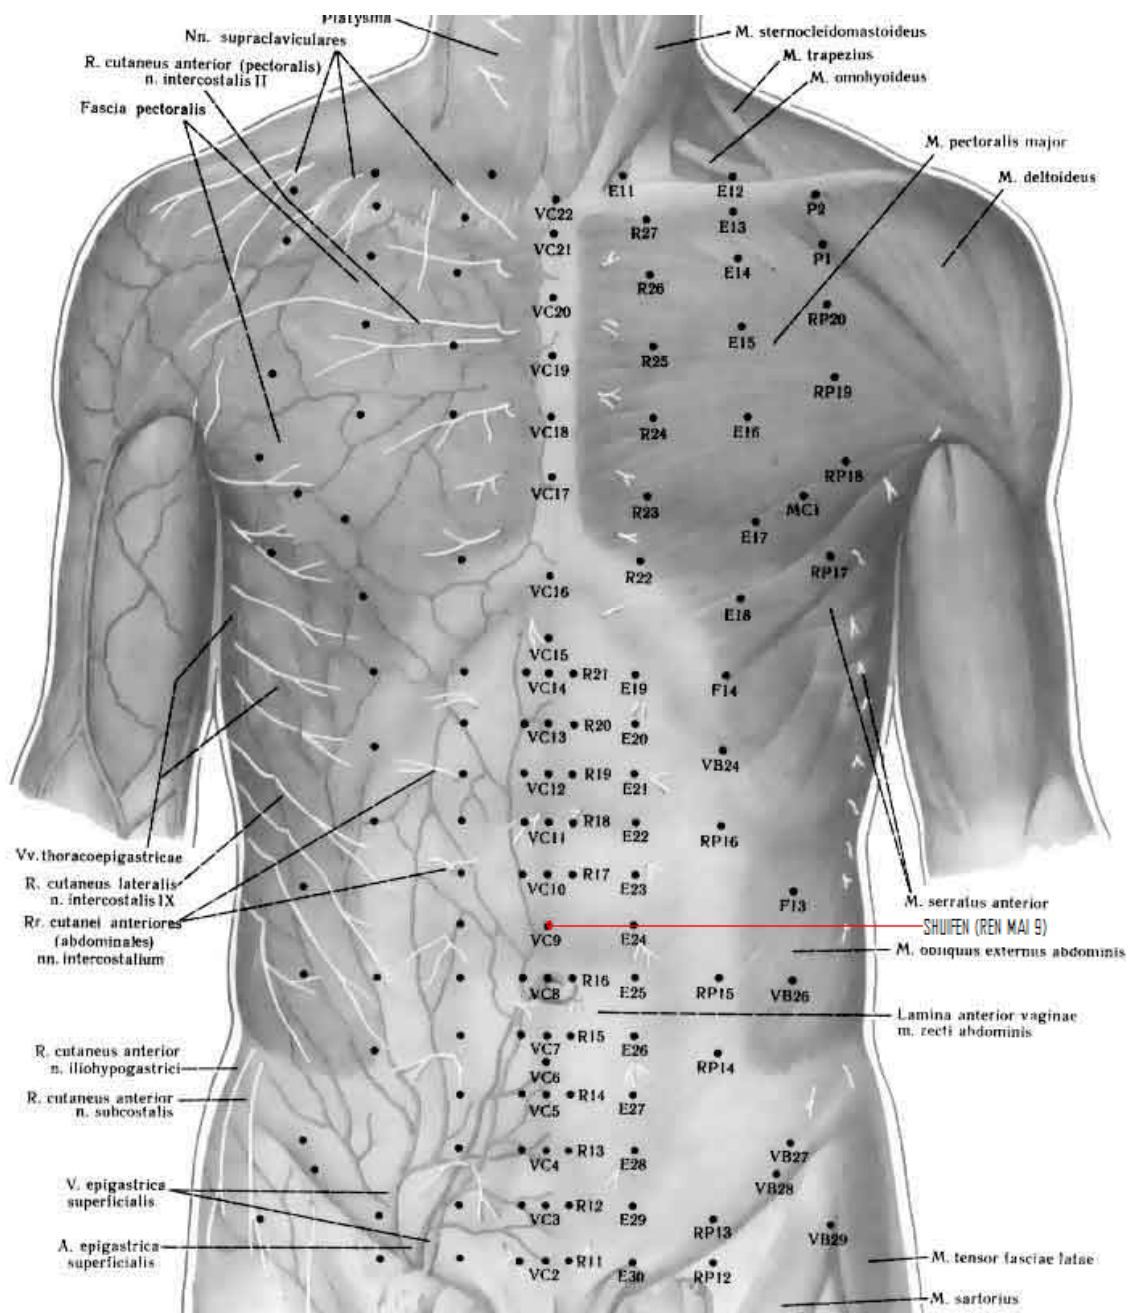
Localización del punto Shuifen (RM 9). (CV 9)
